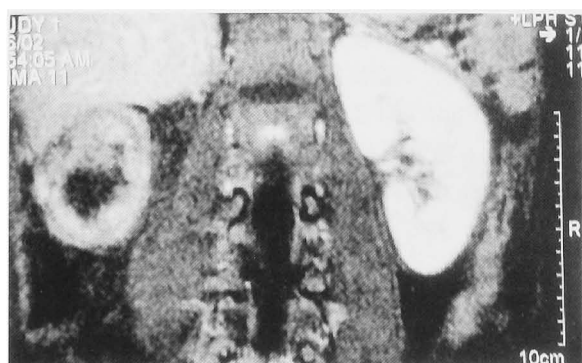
MRI contrasted with Gd-DTPA showing the masses which were enhanced.
